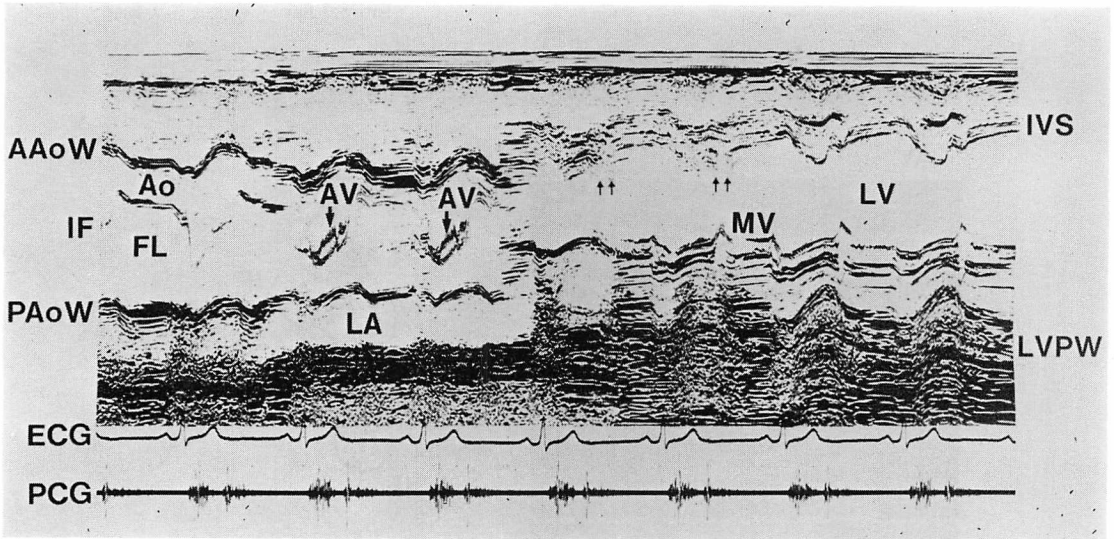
M-mode echocardiogram.
